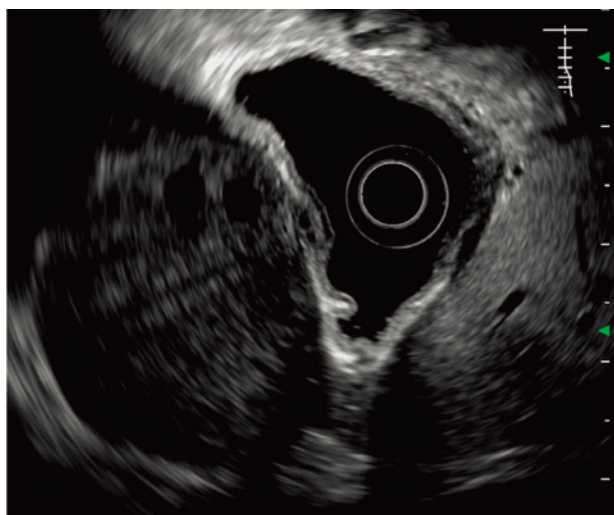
56×47 mmの円形の無エコー域を伴う腫瘍を認める。
